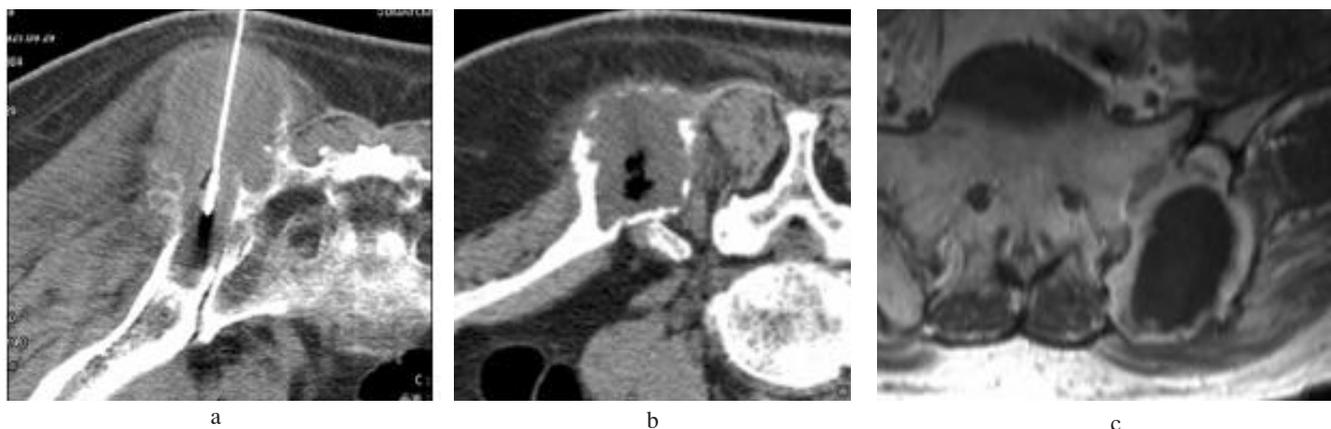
Radiofréquence d'une métastase iliaque d'un cancer rénal réalisée sous scanner. Aiguille de radiofréquence en place dans la métastase (a). Scanner objectivant une réduction du volume (b) après 15 jours (flèche). Coupe axiale IRM du bassin qui objective une nécrose de coagulation (zone noire) dans la métastase (c).
